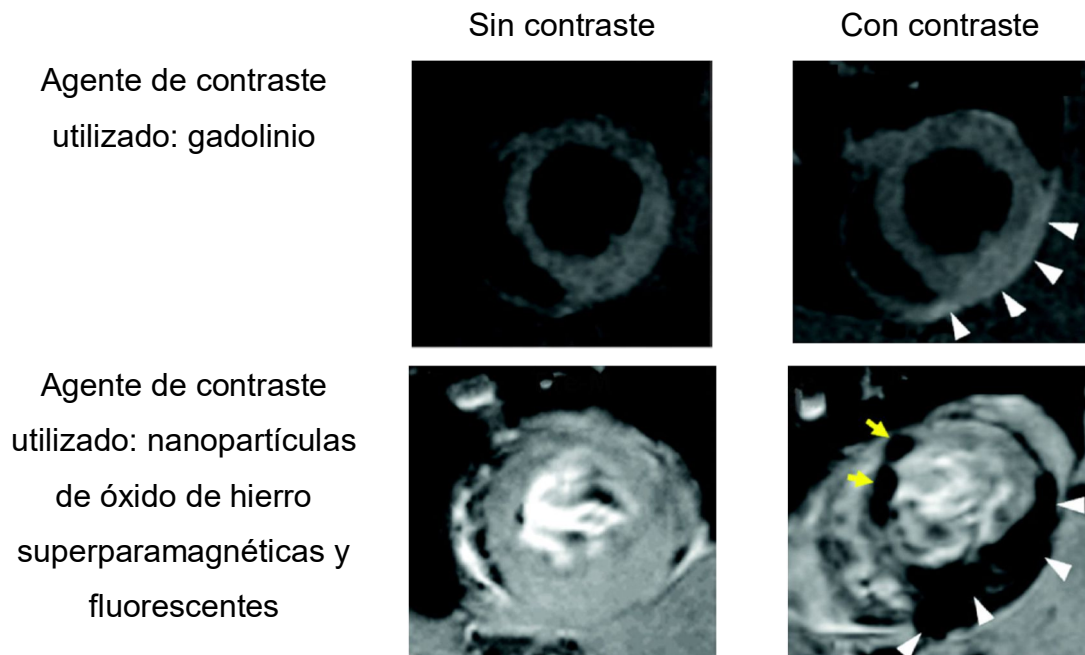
Comparativa de imagen de resonancia magnética entre agentes de contraste basados en gadolinio u óxido de hierro. Imágenes de miocarditis inducida en roedor. Las flechas blancas muestran lesiones inflamatorias que ambos contrastes revelan. Las flechas amarillas muestra lesiones inflamatorias que no revela el gadolinio.
